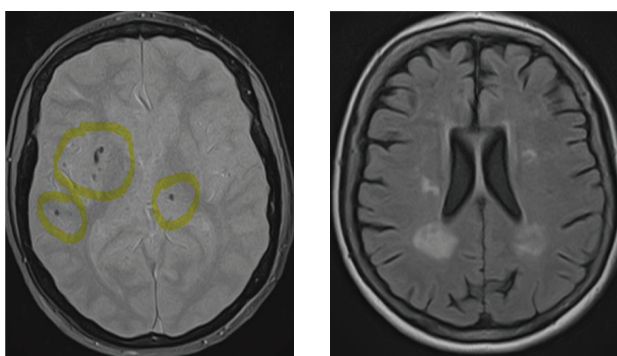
(слева) МРТ в режиме градиентного эха: множественные внутримозговые микрогеморрагии.
